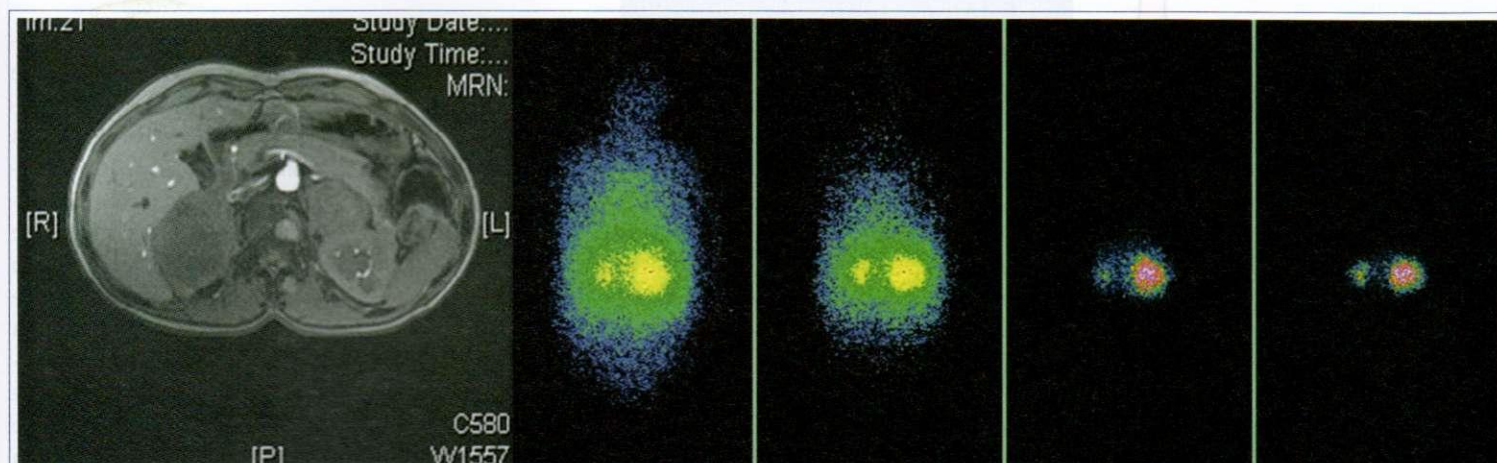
RM y MIBG con feocromocitoma bilateral en MEN 2A
